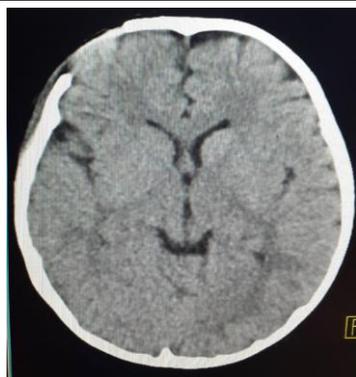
МСКТ после операции
